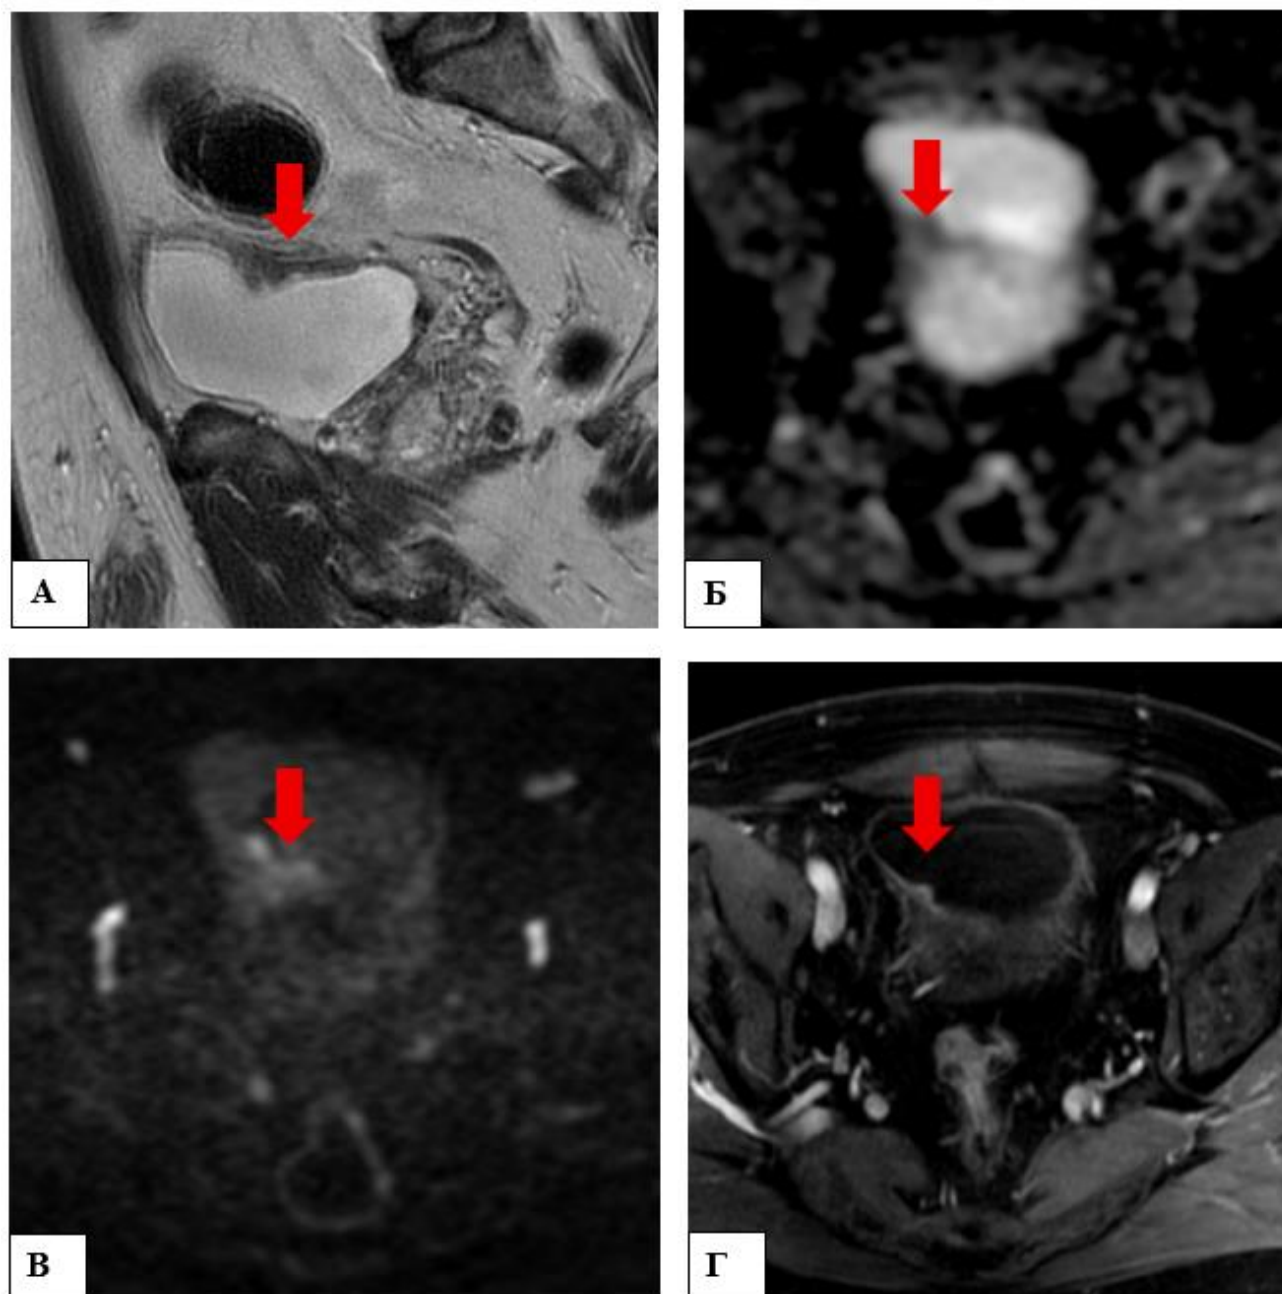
Мультипараметрическая МРТ мочевого пузыря: а — Т2-ВИ, аксиальная плоскость; б — ДВИ ($b=800 \text{ с/мм}^2$), аксиальная плоскость; в — ИКД, аксиальная плоскость; г — постконтрастное Т1-ВИ с жироподавлением в режиме субтракция, аксиальная плоскость
